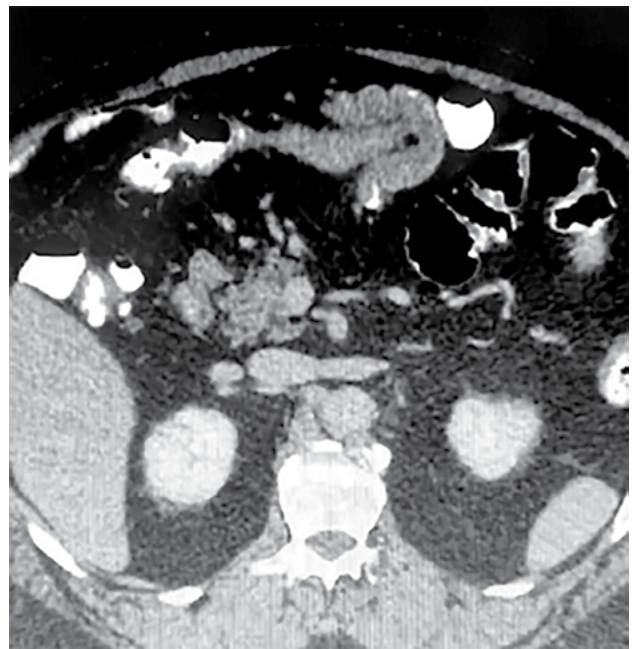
TC de abdomen donde se observa invaginación colo-colónica.
